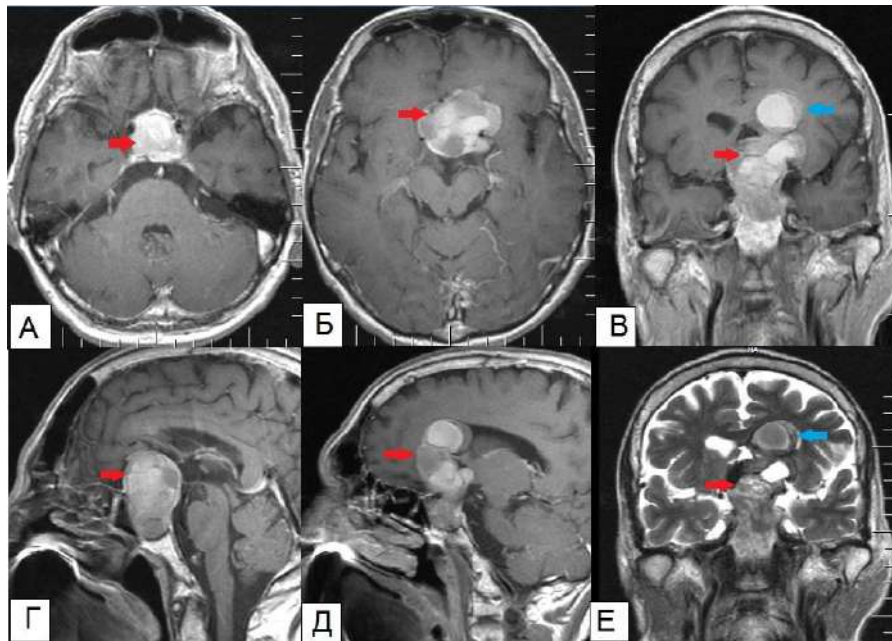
Клинический пример №5. Пациент 66 лет. МРТ головного мозга до операции – гигантская эндо-супраселлярная гормонально-неактивная аденома гипофиза. Красная стрелка указывает на опухоль. Синяя стрелка указывает на вторичные узлы опухоли.
